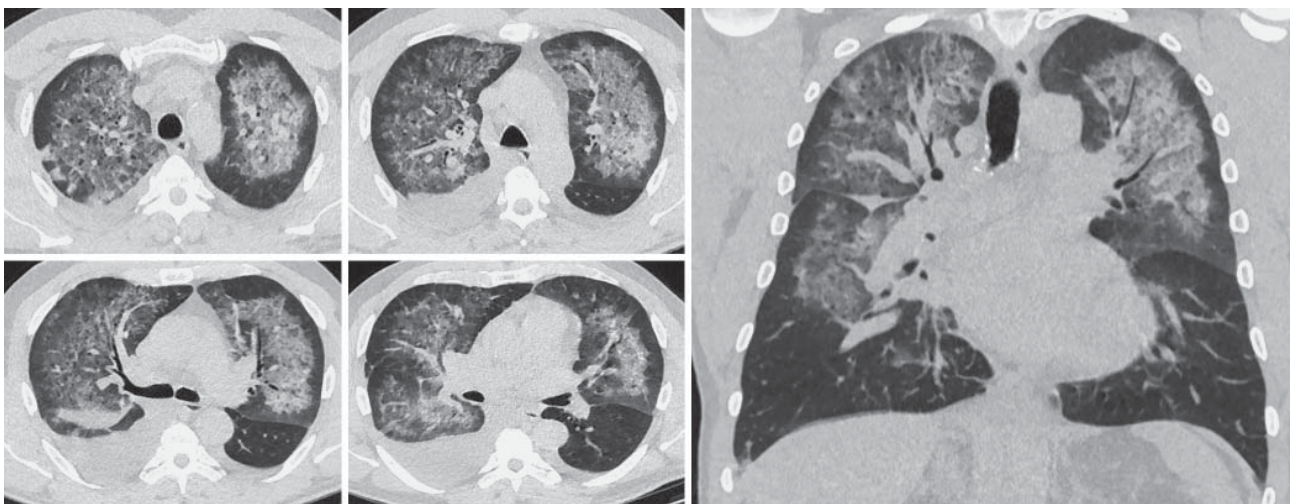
КТ ОГК в аксиальной и коронарной проекциях от 23.03.2020. Пациент 48 лет. С двух сторон в легких с преобладанием в ядерных отделах – относительно симметричные уплотнения смешанного типа (по типу “крыльев бабочки”) с практически интактной плевральной зоной легких, жидкость в плевральной полости справа. По совокупности данных изменения расценены как отек легких с альвеолярными гемorragиями на фоне сочетанных изменений клапанов сердца и сократимости миокарда. В дальнейшем – отрицательная ПЦР на COVID-19.
